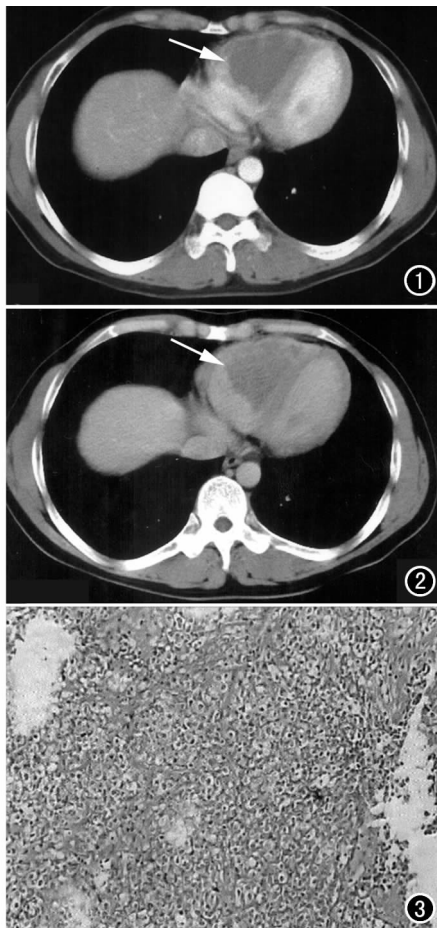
CT 增强早期示右心室内一三角形软组织密度影(箭)。图 2 CT 增强晚期示病灶呈不均匀强化, 与室间隔分界清楚, 与右室前壁及心尖分界不清(箭)。
